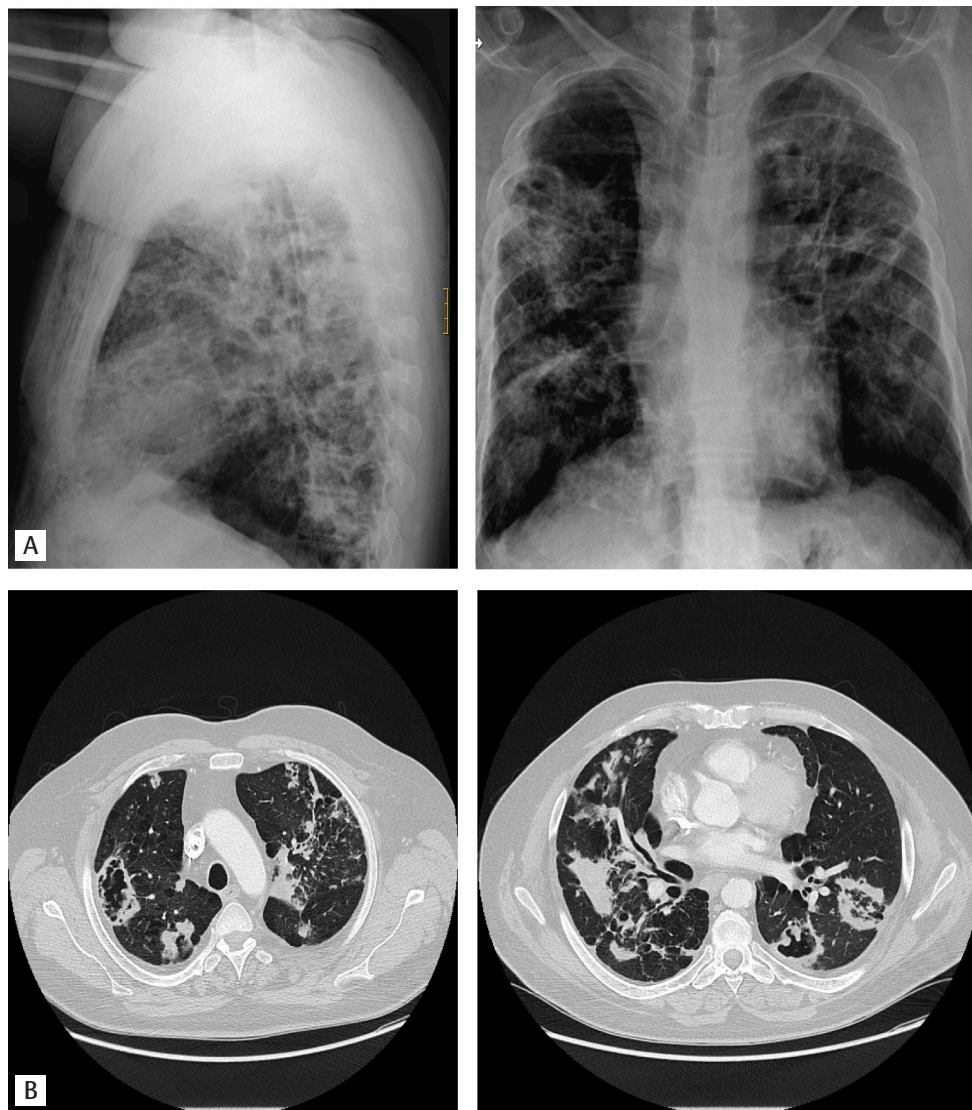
(A) Radiografía pulmonar anteroposterior y lateral y (B) TAC en paciente con paracoccidiomicosis pulmonar. Muestran extensas consolidaciones coalescentes bilaterales, muchas de ellas cavitadas, y múltiples nódulos redondeados dispersos por ambos hemitórax
